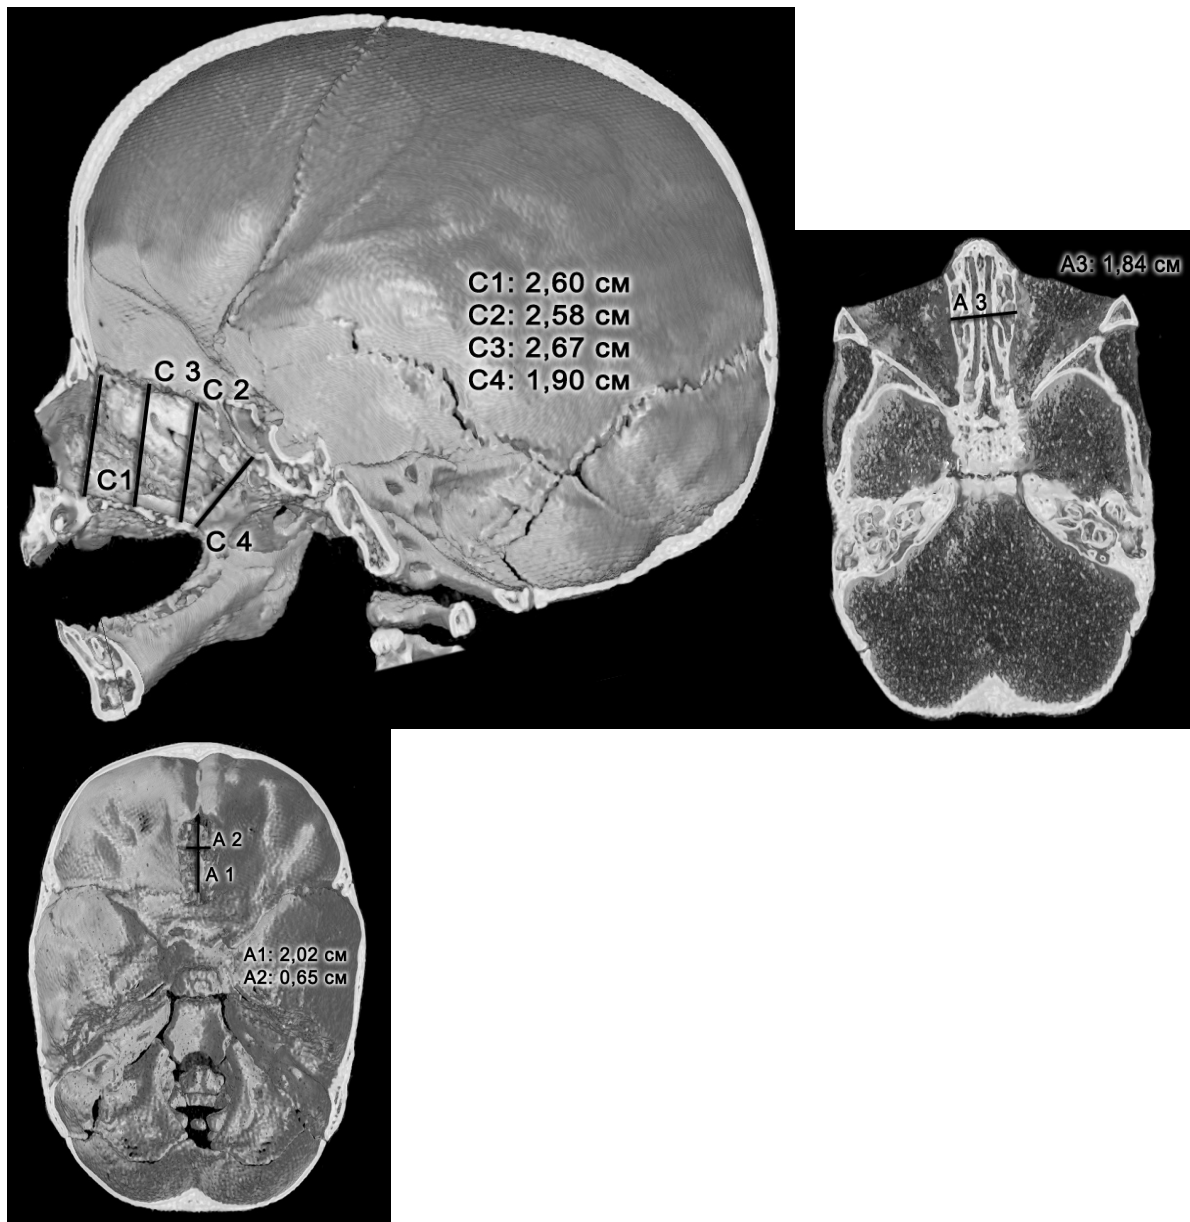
Результаты измерения критических внутриносовых параметров по данным 3D КТ у пациента группы 1
